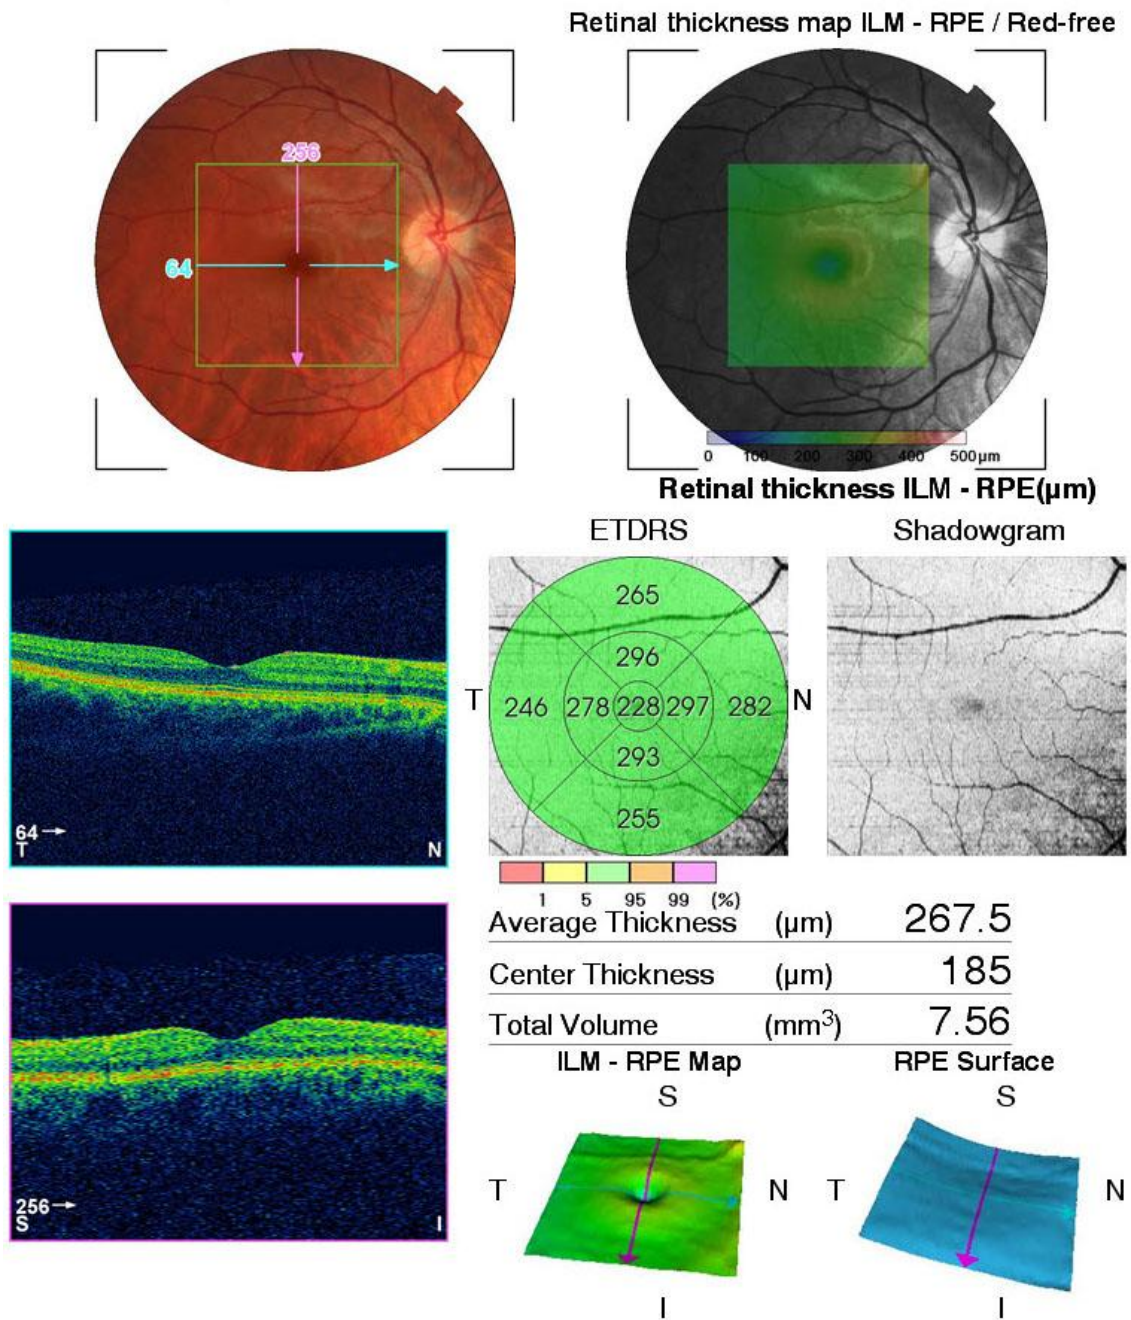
Imagen y datos de la tomografía 2D junto con la imagen del retinógrafo que el OCT lleva incorporado, en cuya imagen se observa un fondo de ojo atigrado asociado a una alta miopía.
